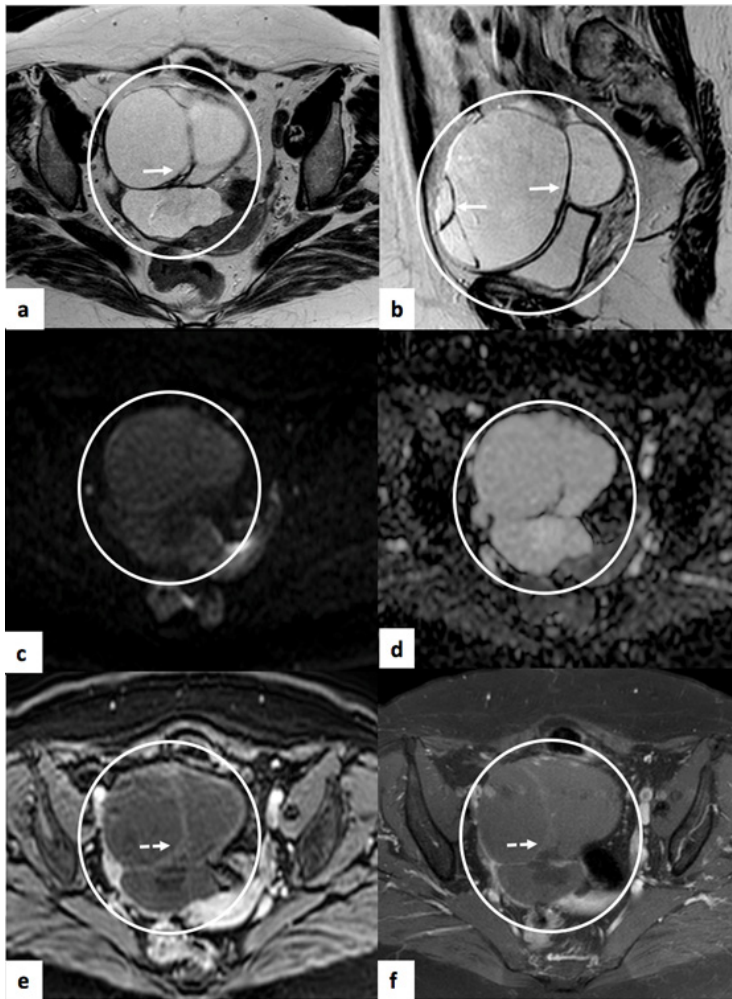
Cistadenofibroma do ovário direito. RM pélvica de mulher de 75 anos. (a) e (b) correspondem a seqüências axial e sagital T2, respectivamente, onde é possível observar volumoso tumor quístico multisseptado (círculo), que demonstra septos e marcadamente hipointensos em T2 (setas). (c) e (d) traduzem estudo de difusão ($b=1000$) e mapa ADC, respectivamente, onde se observa que não há restrição à difusão. No estudo após contraste – axial T1 SPAIR (e) e na aquisição tardia axial SPIR (f) verifica-se realce discreto dos septos (setas a tracejado).
